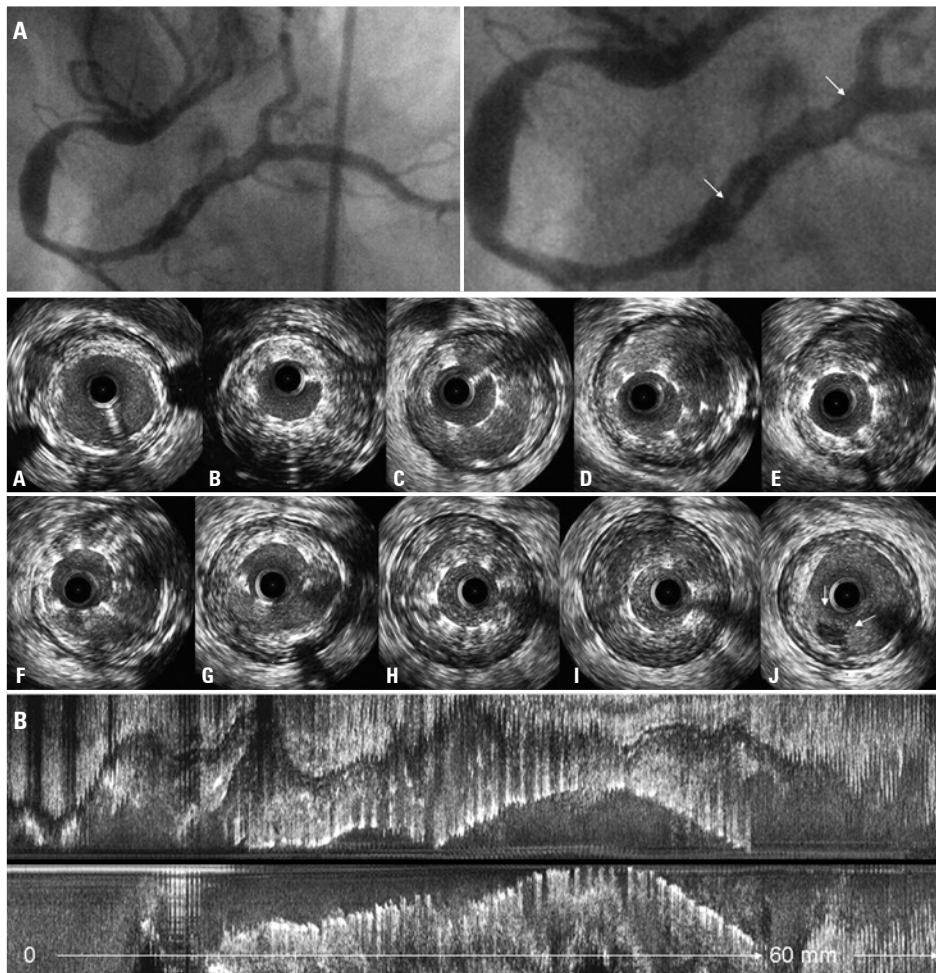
Ultrassonografia intravascular diagnóstica para avaliar o defeito no enchimento angiográfico na artéria coronária direita (A, setas brancas na angiografia). As imagens da ultrassonografia intravascular são mostradas da porção proximal (A) a distal (J) na figura B. Nota-se má aposição e expansão das hastes dos *stents* em toda a sua extensão. Observa-se espaço entre a haste do *stent* e a íntima; além de trombo por trás das hastes do *stent* no corte axial (B até I) e longitudinal (painel inferior). No local de máxima má aposição do *stent* (I), a área do *stent* (4,99mm²) é menor do que a do lúmen (15,22mm²) e do que a lâmina elástica externa (26,64mm²). O segmento completo de +20mm do *stent* foi preenchido por trombo; nota-se trombo adicional no lado abluminal do *stent* enchendo parcialmente a área de má aposição causando o defeito de enchimento linear ao angiograma. Uma pequena massa intraluminal na ultrassonografia intravascular (J, setas menores) representa a cauda do trombo com a porção mais robusta localizada proximalmente
